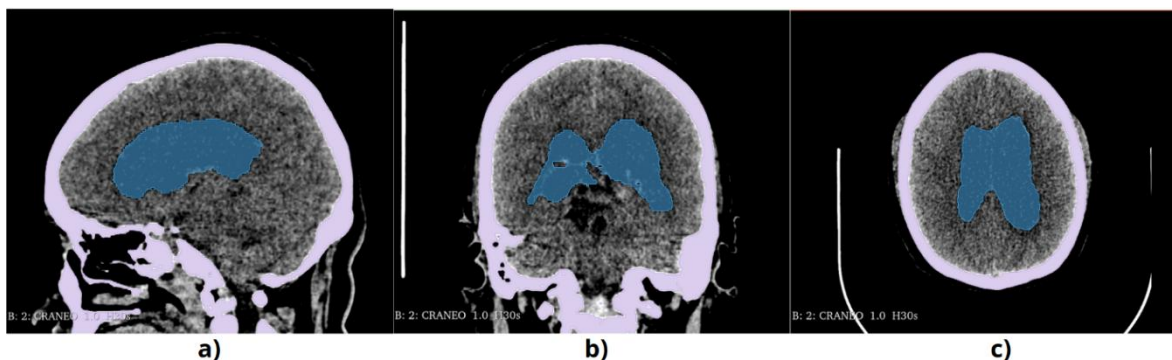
Áreas segmentadas, señaladas sobre las imágenes de tomografía en 3D Slicer, del cráneo y ventrículos en los planos a) sagital, b) coronal y c) sagital.
